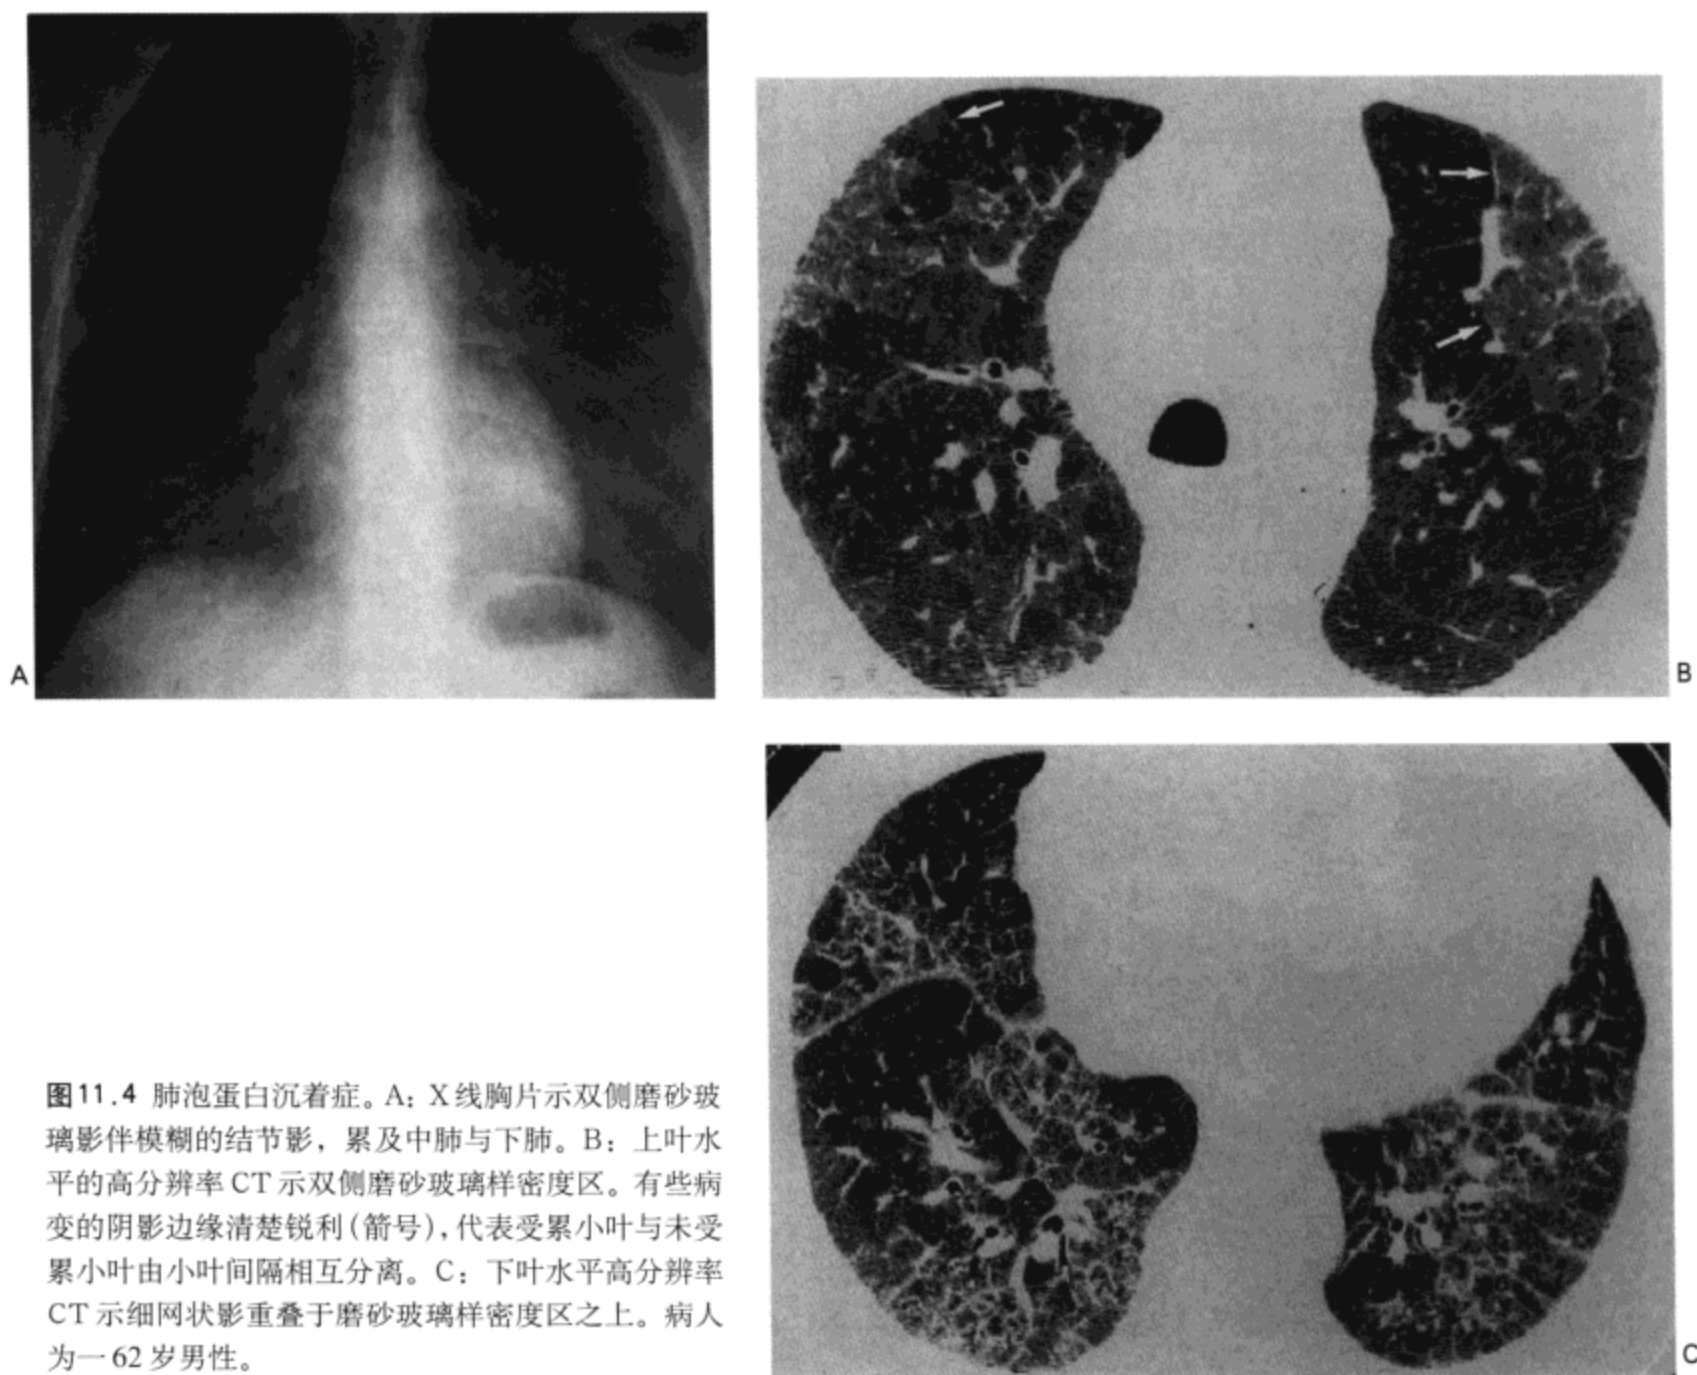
肺泡蛋白沉着症。A: X线胸片示双侧磨砂玻璃影伴模糊的结节影,累及中肺与下肺。B: 上叶水平的高分辨率 CT 示双侧磨砂玻璃样密度区。有些病变的阴影边缘清楚锐利(箭号),代表受累小叶与未受累小叶由小叶间隔相互分离。C: 下叶水平高分辨率 CT 示细网状影重叠于磨砂玻璃样密度区之上。病人为一 62 岁男性。
